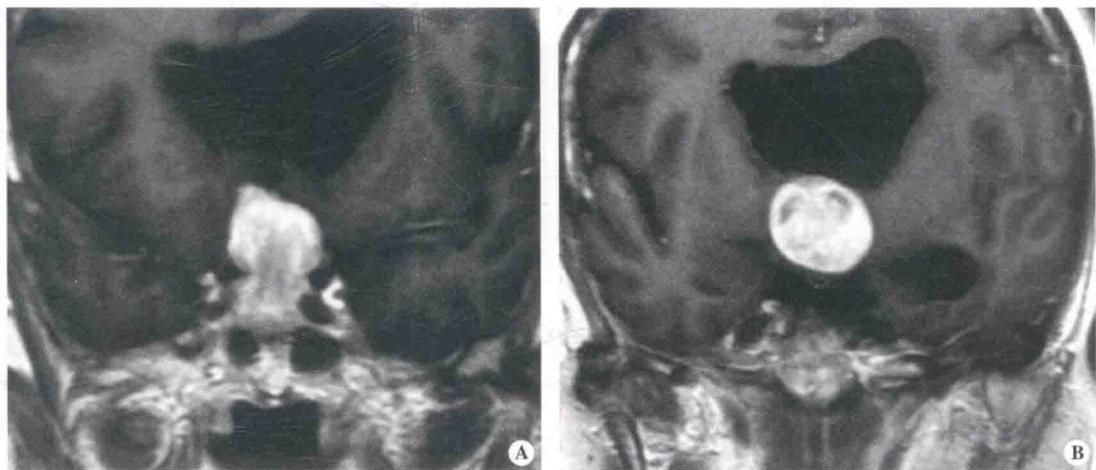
术前MRI冠状位T<sub>1</sub>加权像增强扫描显示，肿瘤“抱腰”征明显
